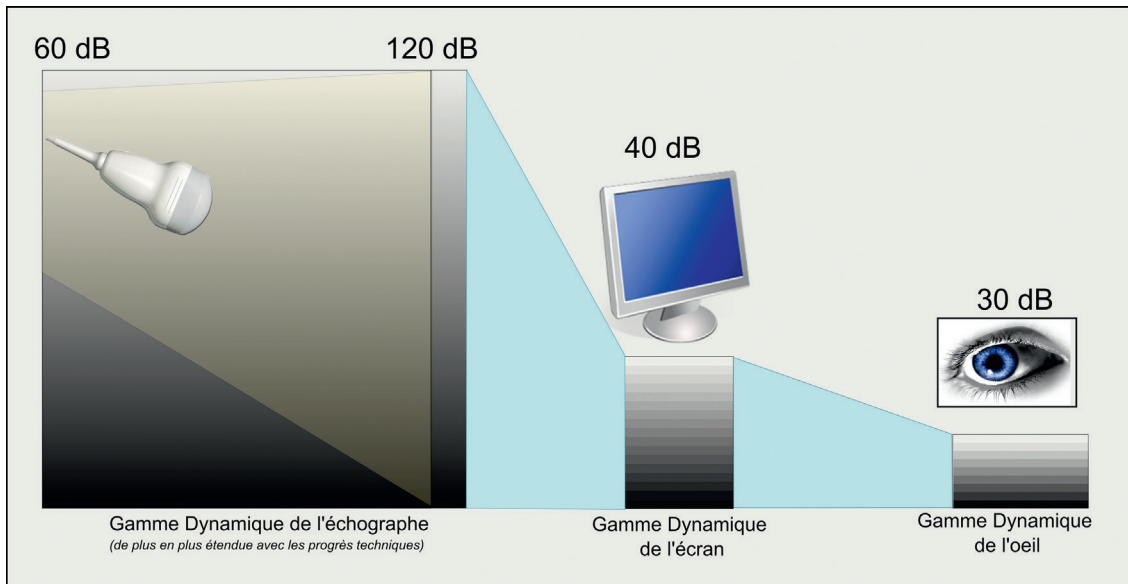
La dynamique du signal échographique représente le rapport de la plus grande à la plus petite intensité acoustique détectable, exprimé sur une échelle logarithmique. La gamme dynamique de la sonde et de l'échographe a considérablement progressé et peut désormais dépasser 120 dB, mais la gamme dynamique de l'écran de visualisation et de l'œil humain dans des conditions données d'éclairage ambiant sont plus limitées, de sorte qu'une « compression de dynamique » est nécessaire, ce qui implique un choix des niveaux d'échogénicité dont on veut privilégier la discrimination.
